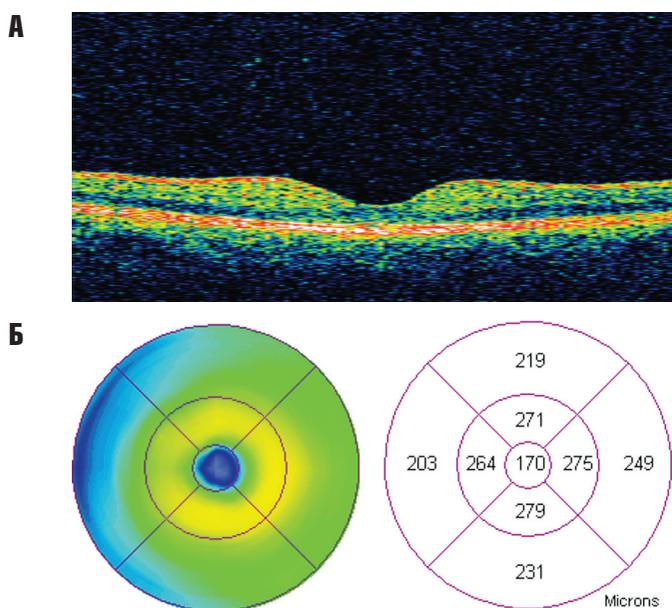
Данные оптической когерентной томографии макулярной области OD.
